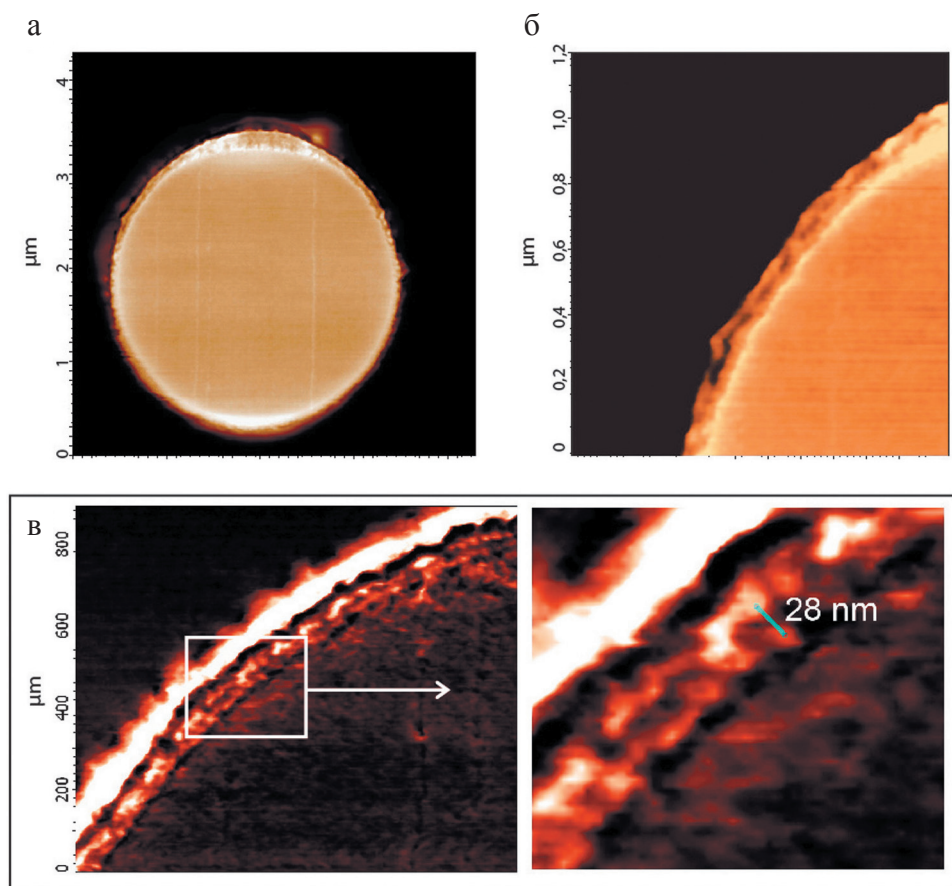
Многослойная структура оболочки КТ-кодированной микросферы: а, б – АСМ-изображения среза микросферы, залитой в эпоксидную смолу, режим топографии; в – АСМ-изображения поперечного среза оболочки микросферы, метод отображения фазы
